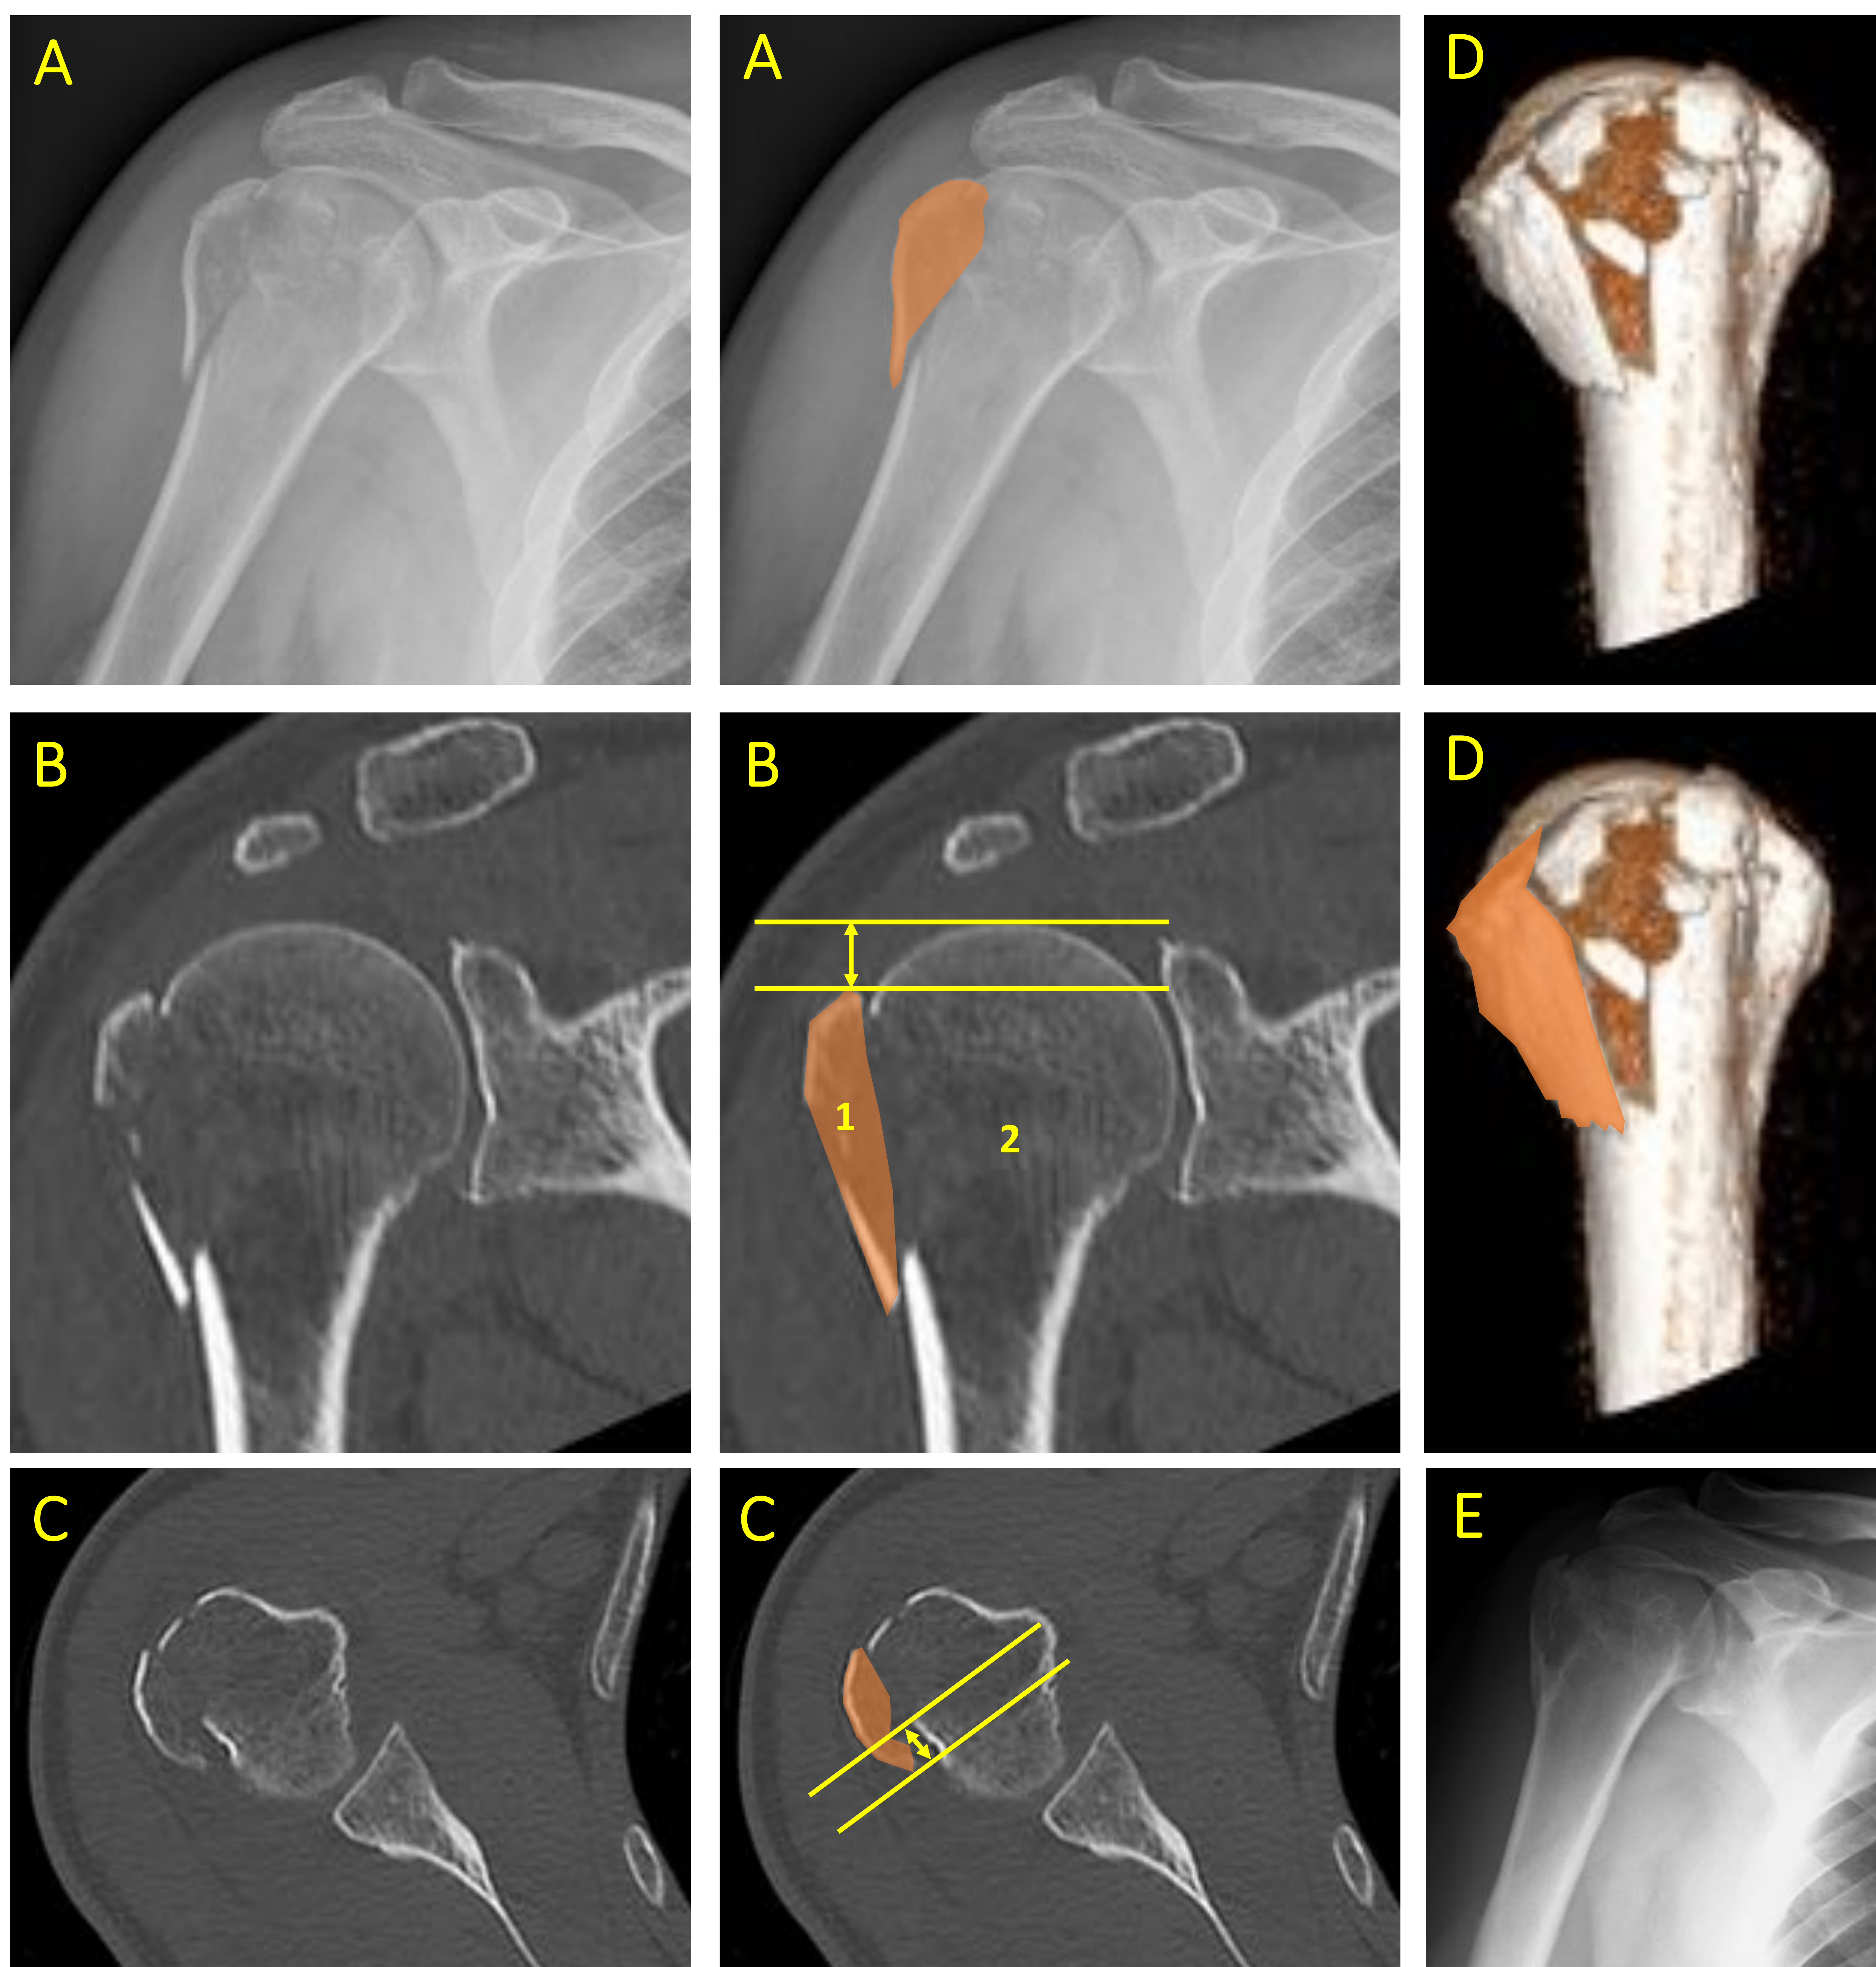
FHP extraarticular unifocal en 2-partes (AO/OTA) del troquíter (Neer 1) en un varón de 54 años. (A) Radiografía AP de hombro que muestra un plano de fractura entre la tuberosidad mayor y el segmento céfalo-diafisario. No muestra desplazamiento ni angulación significativas. (B-C) Reconstrucciones multiplanares (MPR) coronal y axial en ventana ósea que confirman los hallazgos descritos en la radiografía. El troquíter se encuentra caudal a la superficie articular y existe una tendencia al desplazamiento posteromedial secundario a la tracción del supra- e infraespinoso, pero no significativa al ser <10mm (Neer 1 mínimamente desplazada a pesar de haber dos segmentos). Cuello anatómico, quirúrgico y troquín íntegros. (D) Reconstrucción volumétrica tridimensional (3D) con filtro de superficie desde perspectiva posterior que muestra mínimo desplazamiento posteromedial del troquíter. (E) Se realizó tratamiento conservador y la fractura consolidó en 6 meses.
